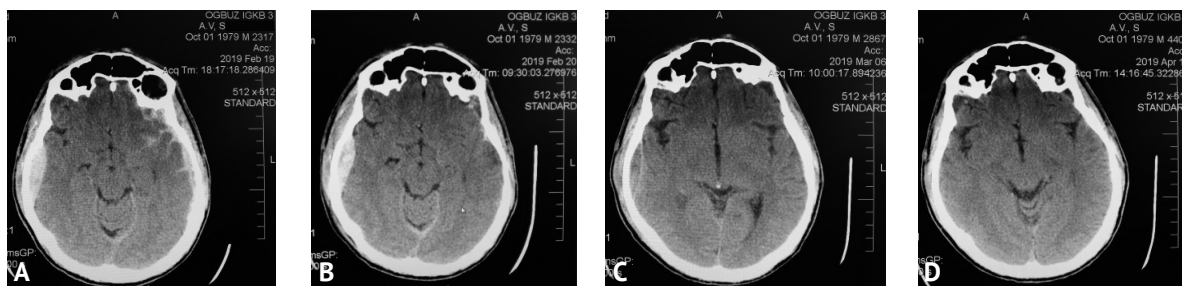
Пациент С., мультиспиральная компьютерная томография головного мозга; регресс объема конвекситальной эпидуральной гематомы без хирургического лечения: А — в день травмы (18 мл); В — через 12 часов (15 мл); С — через 15 суток (11 мл); D — через 52 суток (менее 3 мл)
